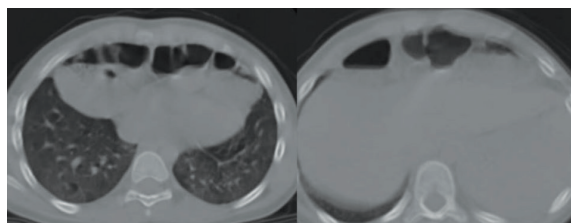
Tomographic images of two patients
